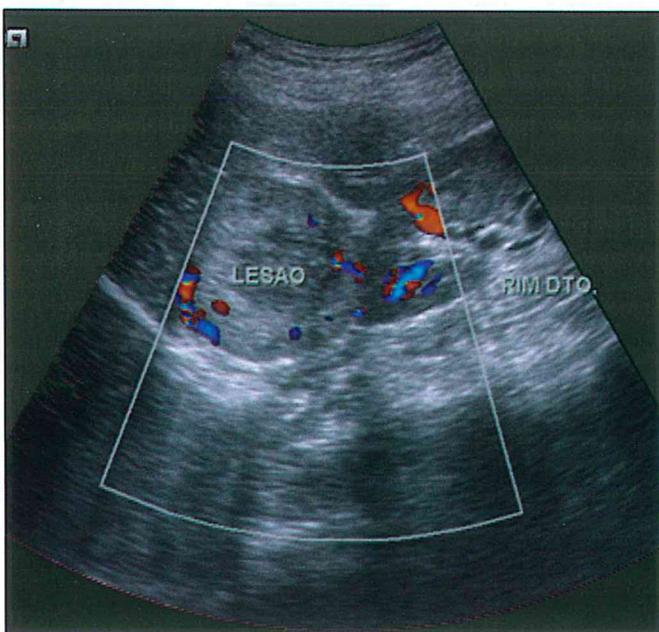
Ecografia abdominal.
